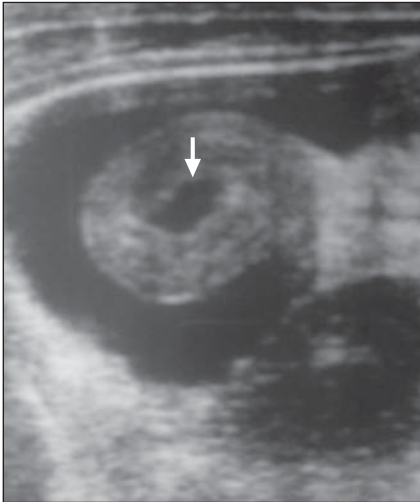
Ecografia do hipocôndrio direito revela intussuscepção com alça invaginada central contendo líquido em seu lúmen (seta), e expressiva quantidade de líquido livre intraperitoneal circunjacente.
